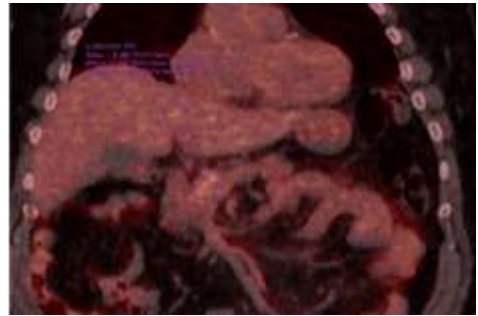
PET-TC, leve incremento de metabolismo en cabeza páncreas
